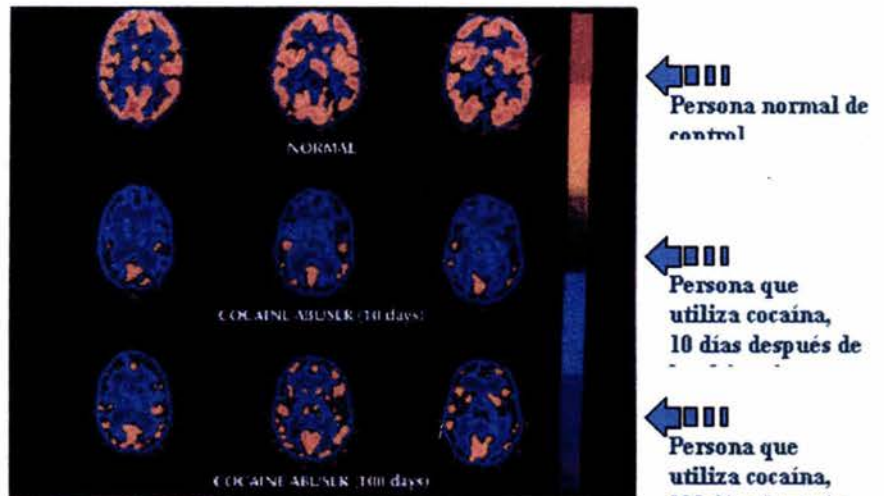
PET scans of regional brain glucose metabolism in a normal control and in a cocaine abuser 10 and 100 days after use of cocaine. The PET images show significant disruption in brain metabolism of the cocaine abuser; the frontal cortical areas show almost no activity even after 100 days.
